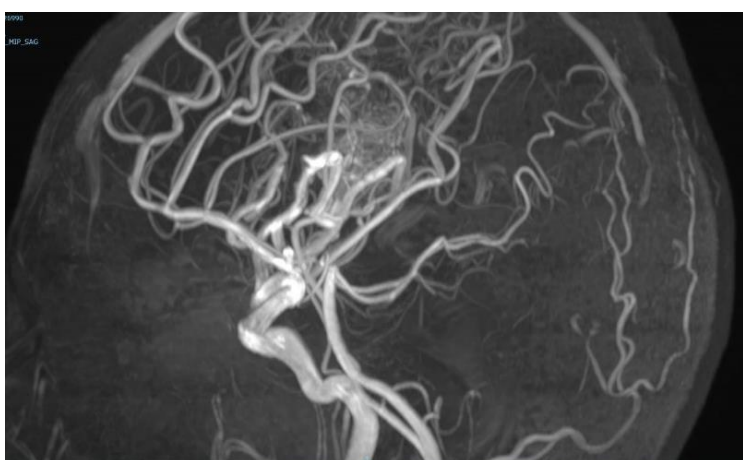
Angiografía por resonancia magnética, corte lateral, caso 2
